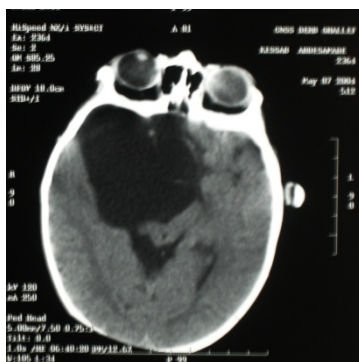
Image TDM d'un Kyste arachnoïdien temporal droit.
